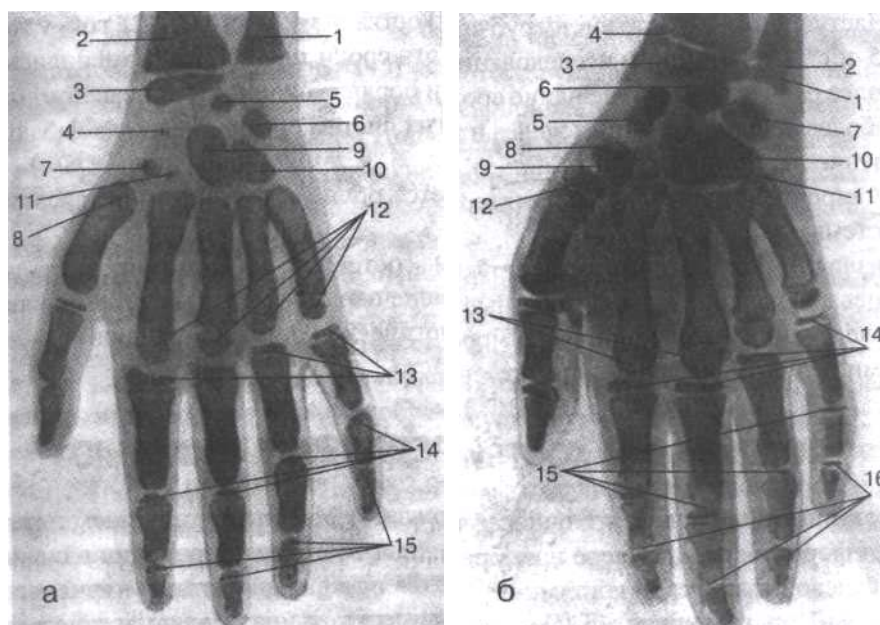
Рентгенограммы кисти мальчиков:
